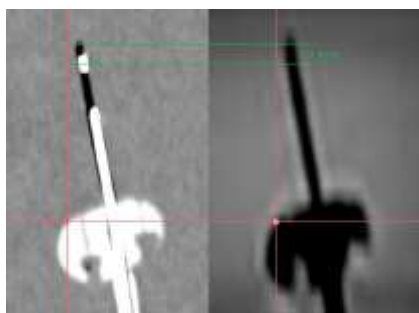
Xác định đầu tip của ống 6F trên ảnh MRI thì T2 của bệnh nhân
